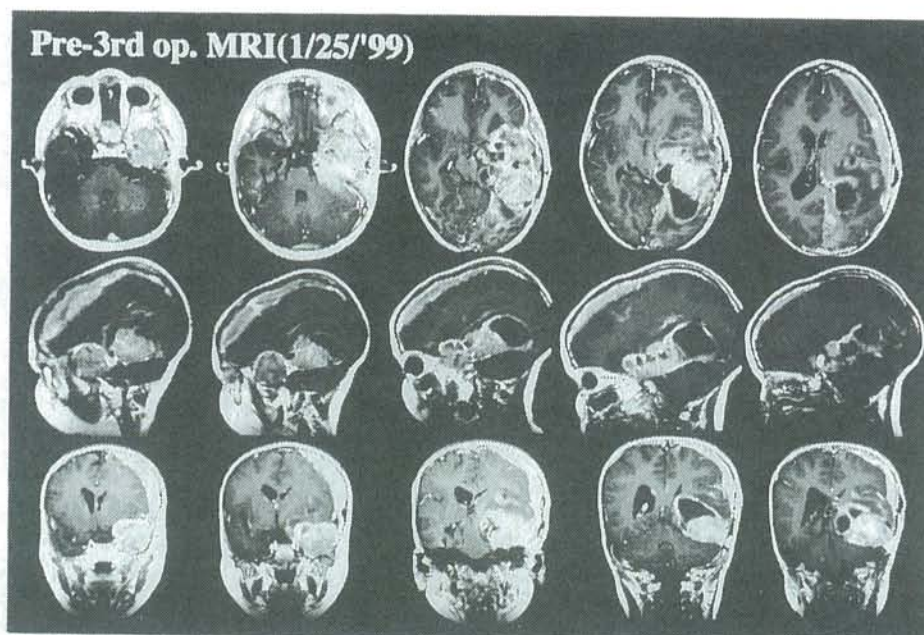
Preoperative Gd-DTPA MR imagings on the 3rd operation.
